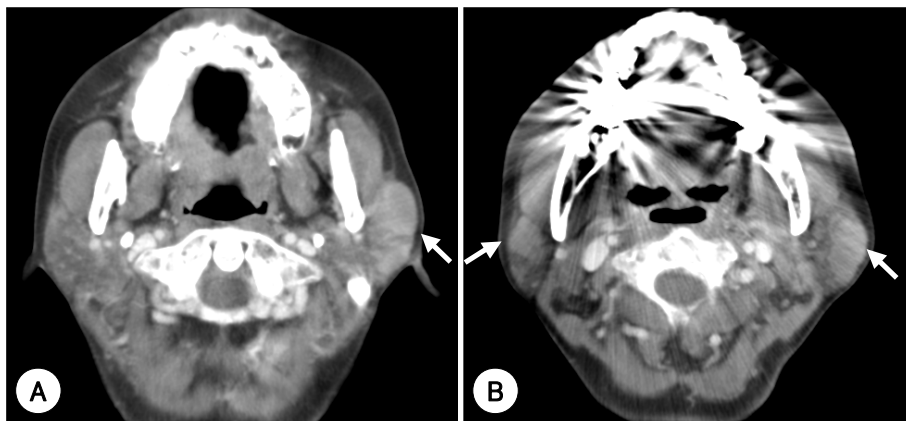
Preoperative axial CT scans. CT scans demonstrate homogeneous enhanced masses in the superficial lobes of both parotid glands (arrow) (A and B).
